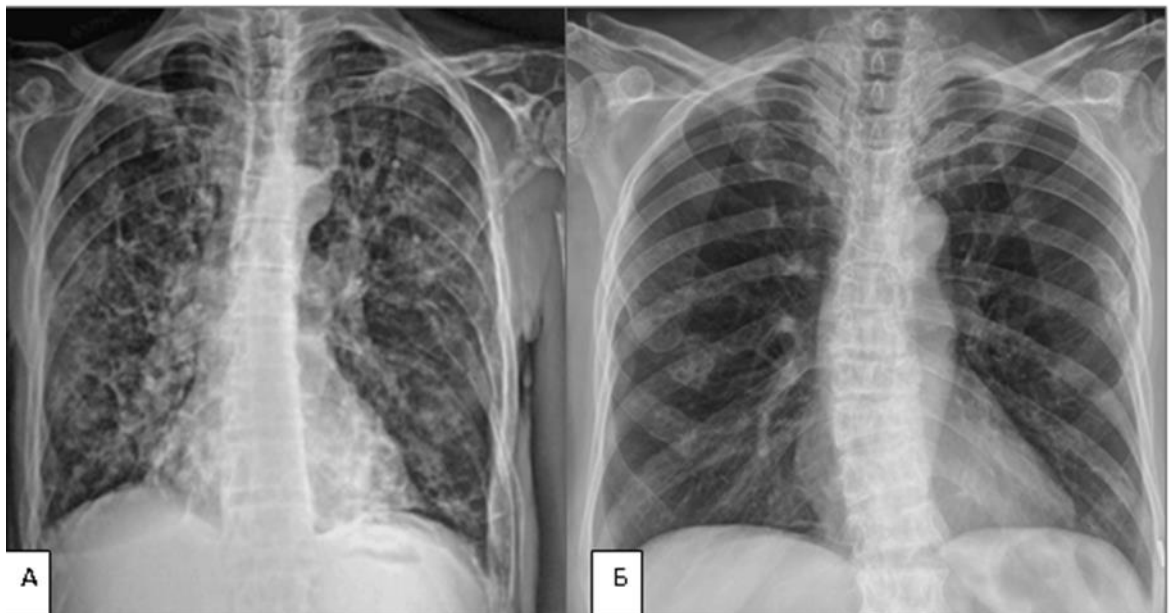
Рентгенограми в прямій проекції різних хворих. МХ на рентгенограмі А – типове ураження ребер у вигляді множинних дрібних вогнищ деструкції, а на рентгенограмі Б ураження полягає в обмеженому здутті ряду ребер з кістоподібною перебудовою їхньої структури.
